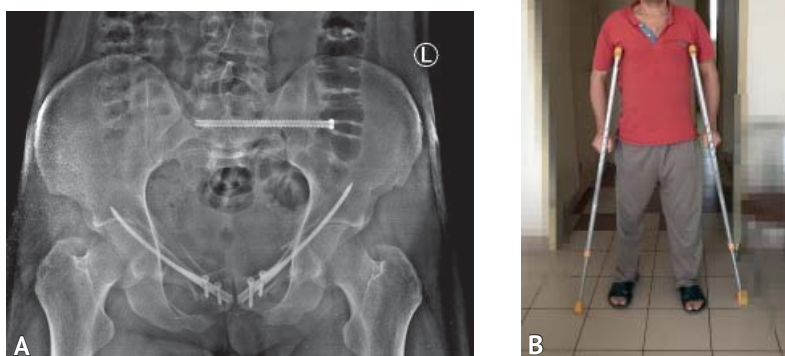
Рентгенограмма таза в прямой проекции после операции (А). Фото, демонстрирующее возможность пациента передвигаться с полной опорой на нижние конечности на 2-е сутки после операции (В)
